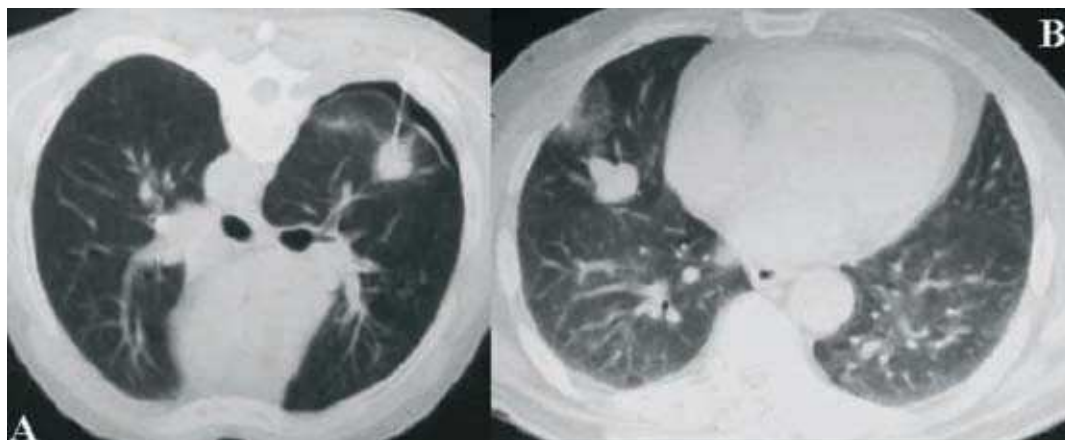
Complicações da BPTT. Imagens axiais TC demonstram duas das complicações mais frequentes das BA realizadas: pequeno pneumotórax e hemorragia alveolar no trajecto da agulha.
